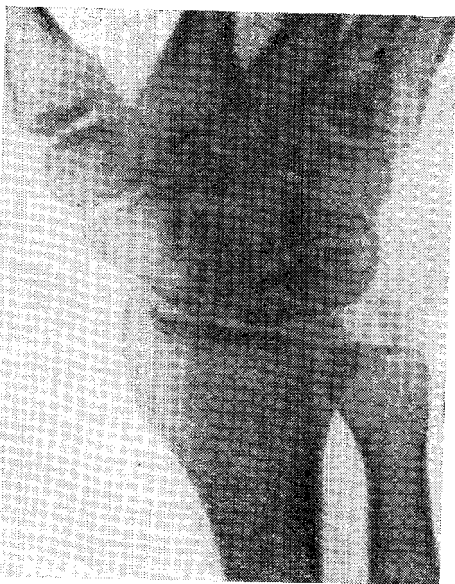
Деформация и фрагментация правой полулунной кости и начальные явления деформирующего остеоартроза (рентгенограмма).
